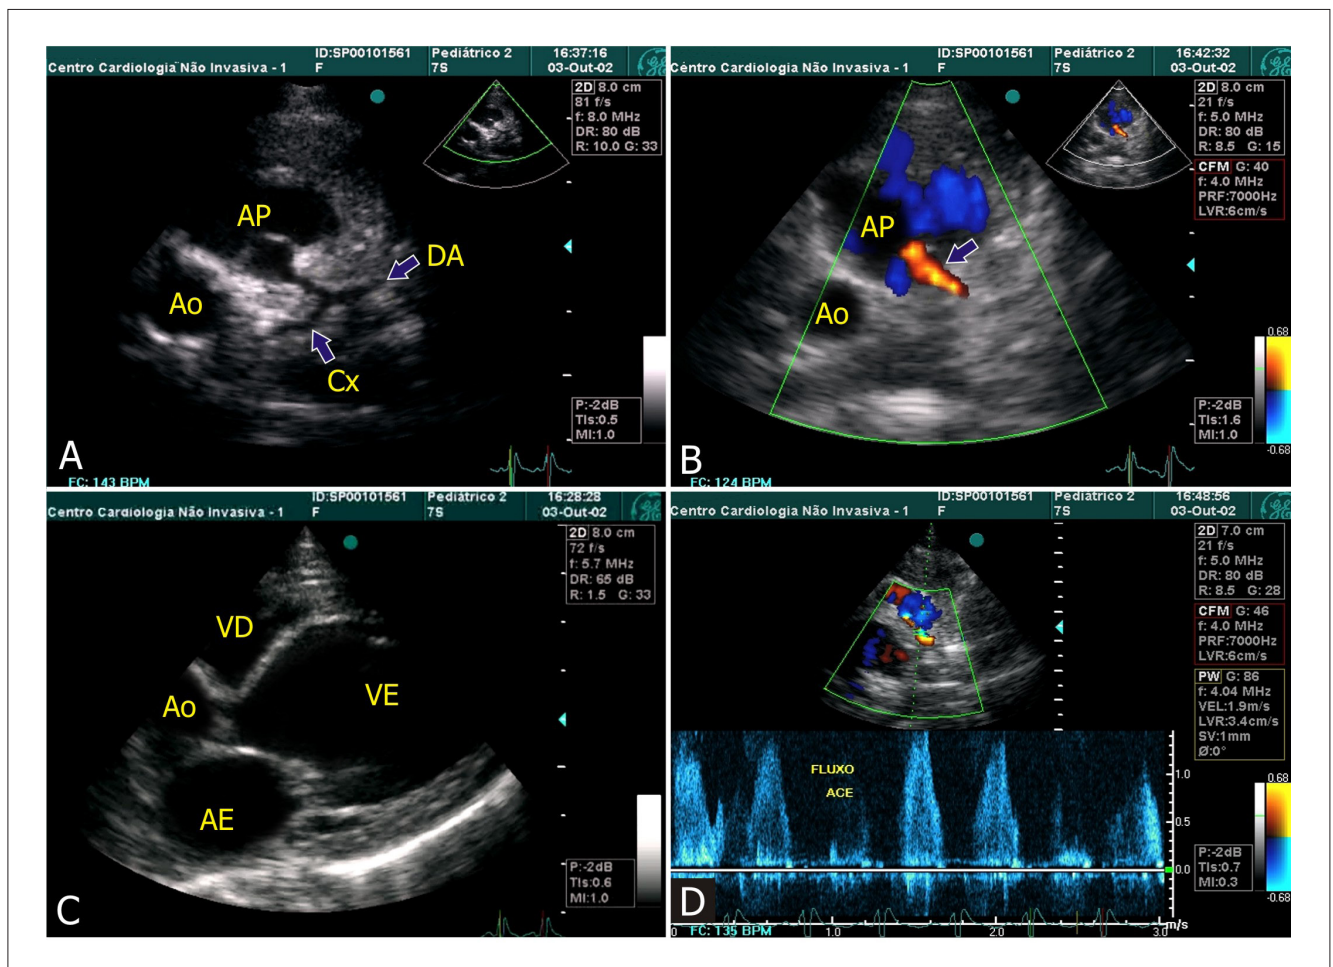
(A) Artéria coronariana esquerda (e seus ramos) com origem na artéria pulmonar (Filme 1). (B) Mapeamento de fluxo em cores evidenciando fluxo reverso na coronária esquerda. (C) Corte paraesternal longitudinal mostrando dilatação importante do ventrículo esquerdo (e disfunção sistólica importante no Filme 2). (D) Doppler pulsátil do fluxo reverso da artéria coronariana esquerda. AE = átrio esquerdo; Ao = aorta; Cx = artéria circunflexa; DA = artéria descendente anterior; AP = artéria pulmonar; VD = ventrículo direito; VE = ventrículo esquerdo.
